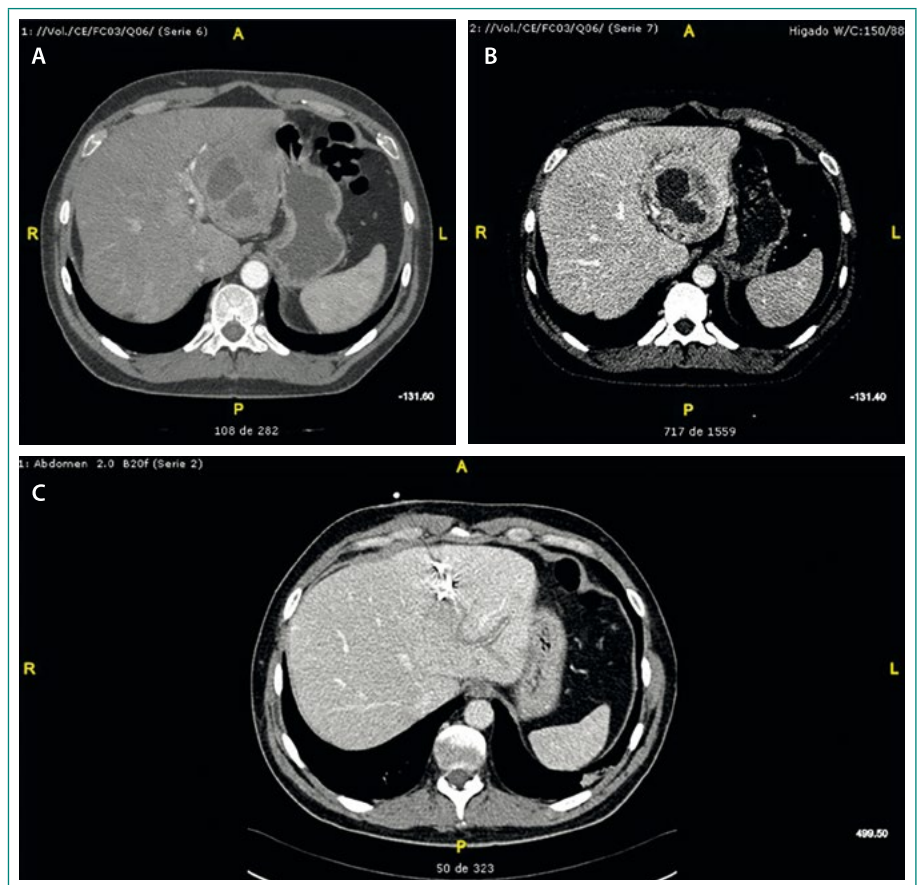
A-B: TC en la que se aprecia absceso hepático en el segmento III de 71 x 76 x 68 mm. C: drenaje guiado por TC
